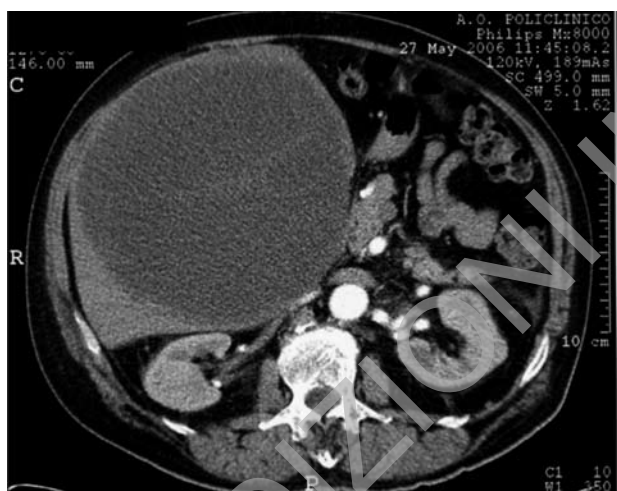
TC: voluminosa neoformazione a contenuto fluido e omogeneo, nei cui contesti sembrano intravedersi alcuni sottili setti.
